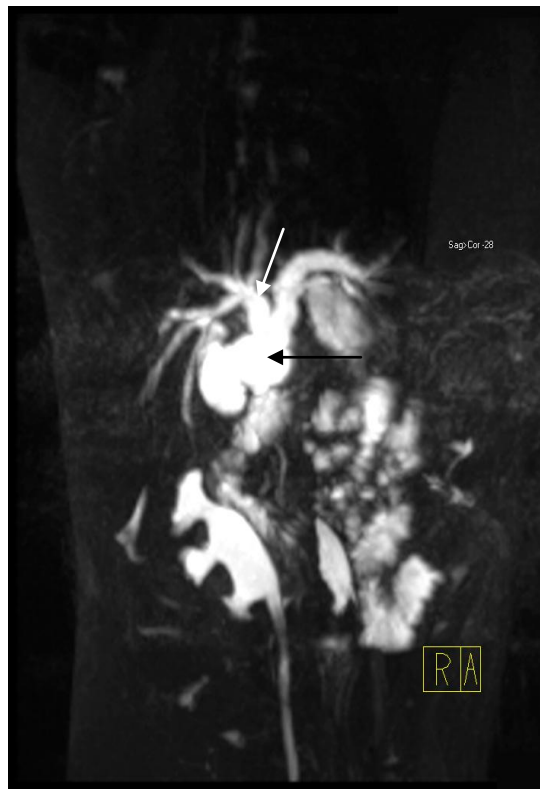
Colangio-ressonância magnética de um QC tipo IV-A (classificação de Todani).
